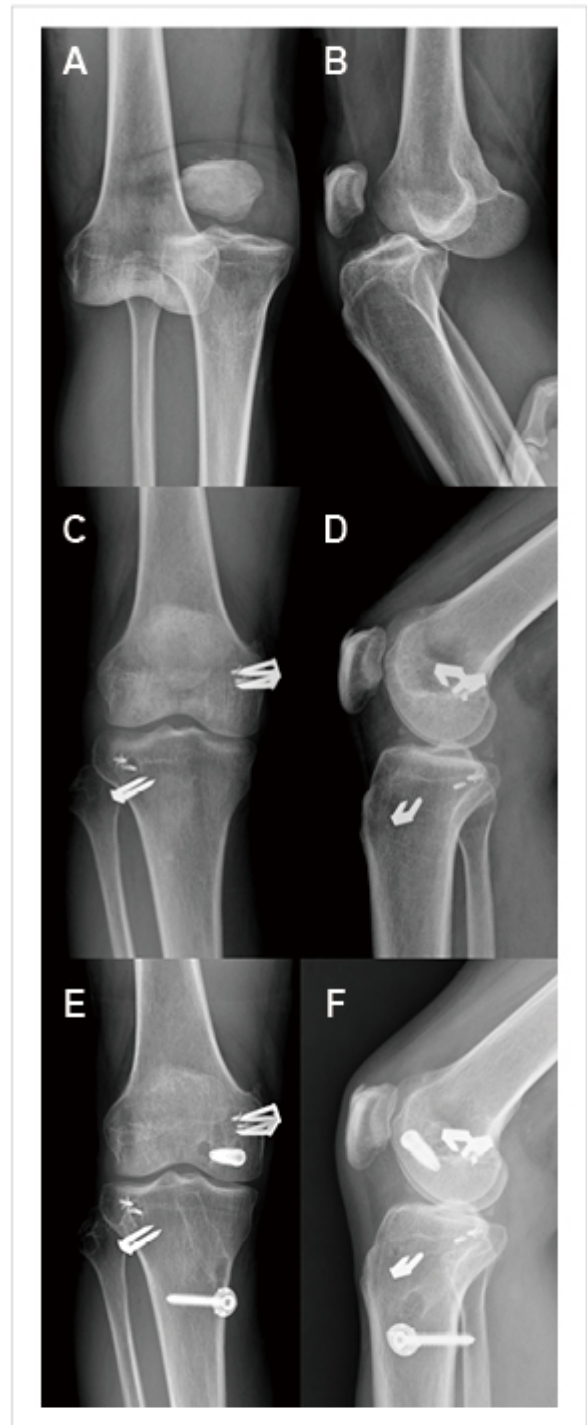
우측 슬관절의 다발성 인대 손상으로 내원한 53세 남환의 수술 전후 방사선 촬영 사진. 내원 당시 촬영한 전후방(A) 및 측면(B) 사진으로 정복 후 혈관 손상을 배제한 다음 수술을 결정하였다. 1st stage surgery에서 내측측부인대 및 후방 사인대 (posterior oblique ligament) 봉합과 함께 외측측부인대 및 후외측 구조물의 재건술을 시행하였으며(C, D), 2nd stage surgery에 앞서 다시 불안정성을 평가한 결과 전방 전위가 grade 1으로 호전되어 후방십자인대만 재건하였다(E, F).
